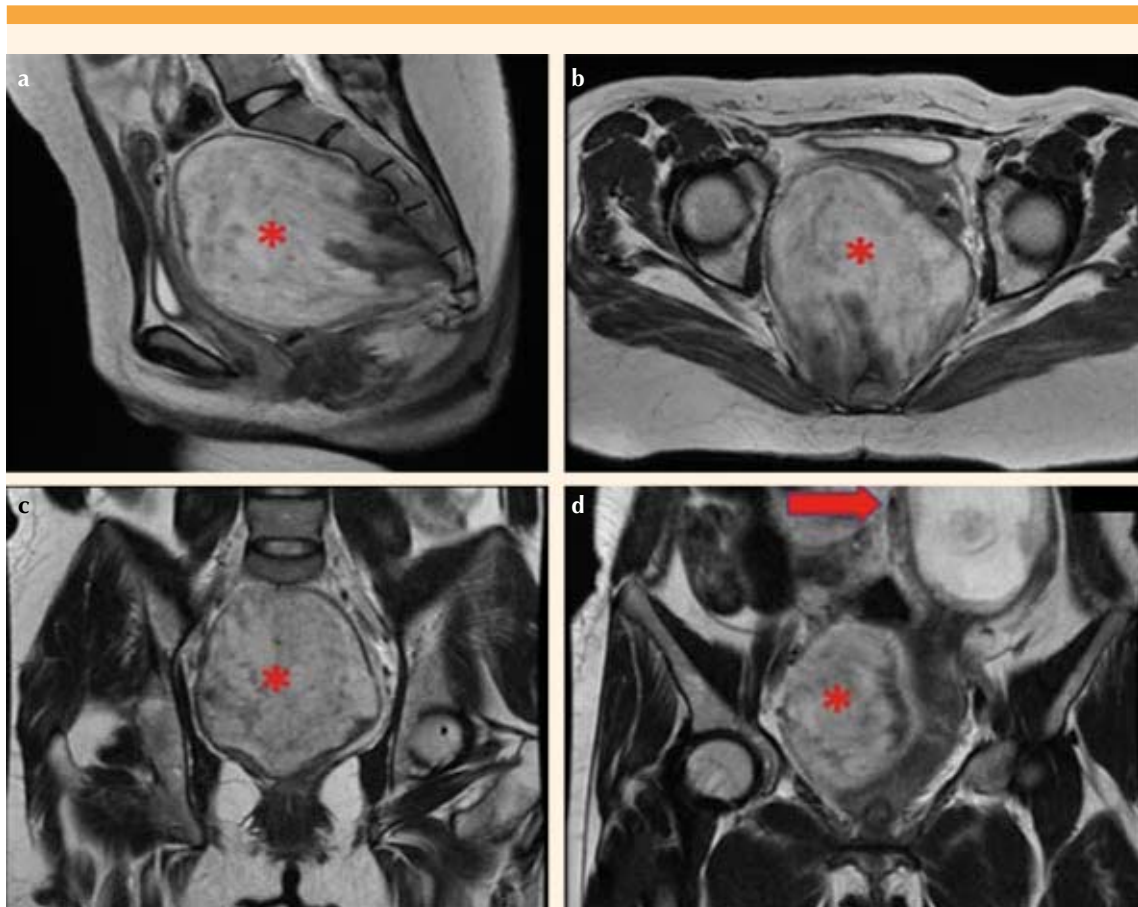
Resonancia magnética del ganglioneuroma. La lesión en el espacio presacro se aprecia con contornos parcialmente definidos, de 100 x 85 x 90 milímetros, en fase T2 hiperintensa, con conductos hipointensos que se extienden a los forámenes sacros derechos; a. corte sagital; b. corte axial; c. corte coronal; d. corte coronal de relación ganglioneuroma (*) con útero grávido (flecha).
